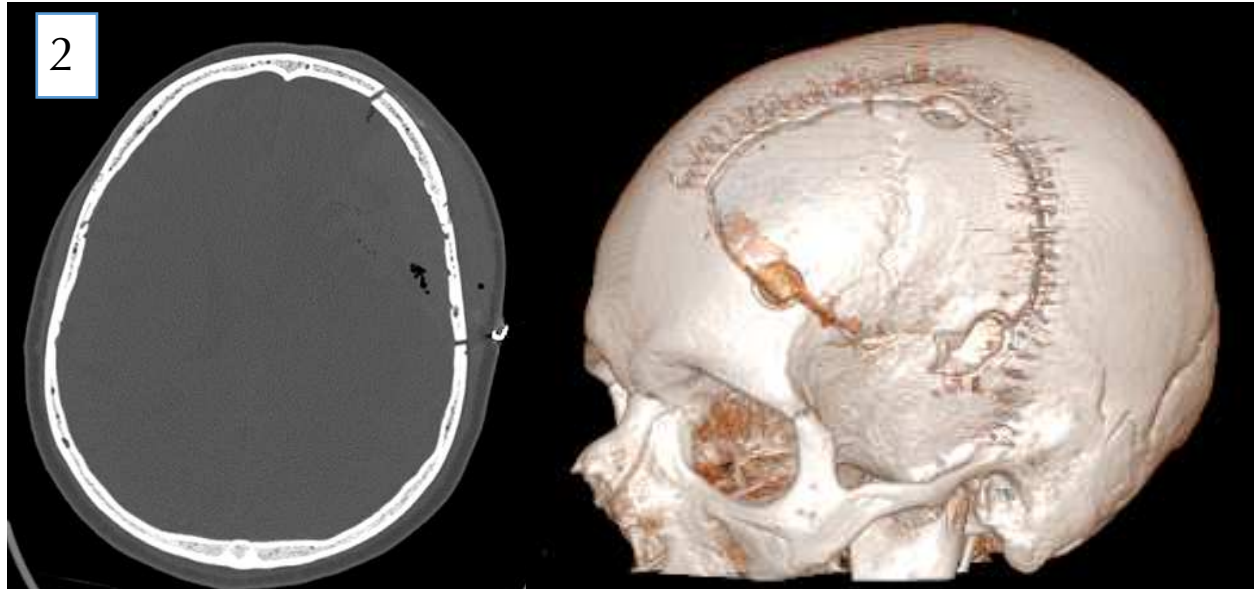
TC helicoidal con reconstrucción en el plano axial donde se visualiza craneotomía frontotemporal izquierda secundaria a meningioma frontal ipsilateral. A la derecha reconstrucción 3D.
